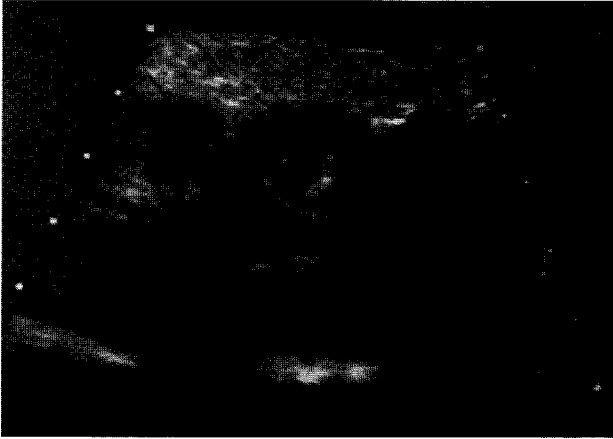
Ecografía mamaria izquierda en la que se aprecia tumoración con ecos mixtos.
